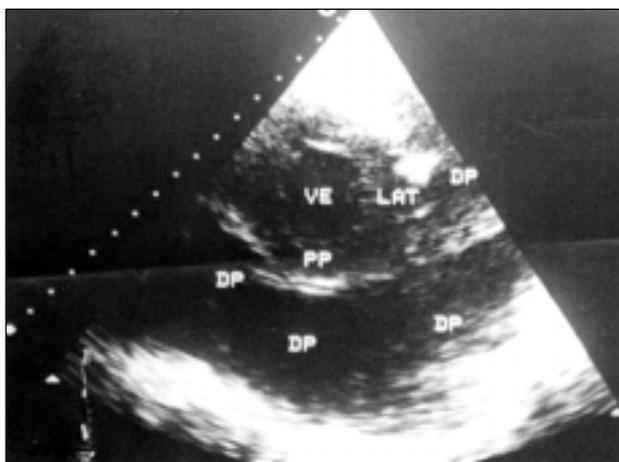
Ecocardiograma transtorácico com grande derrame pericárdico. (Corte paraesternal transversal do ventrículo esquerdo). DP - derrame pericárdico; LAT - parede lateral; PP - parede posterior; VE - ventrículo esquerdo.
